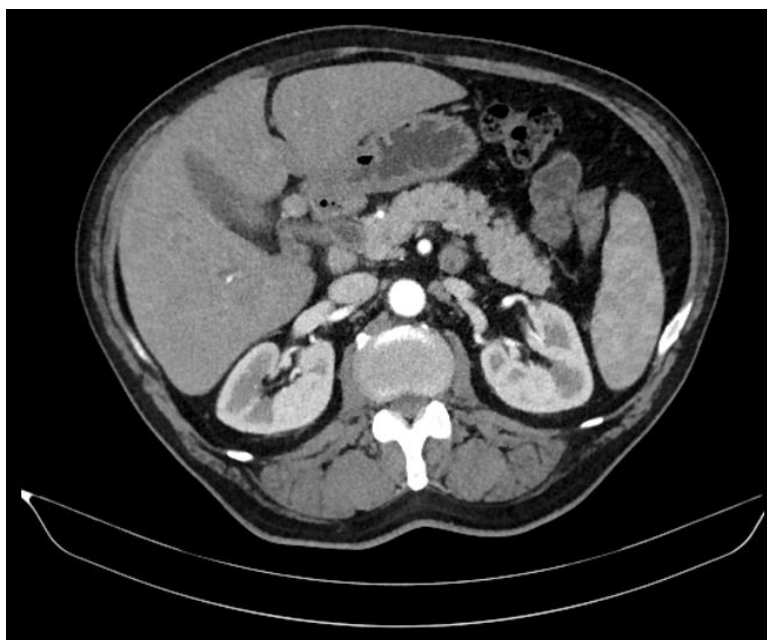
Secțiune transversală CT în fază arterială evidențiind dilatarea căii biliare principale și o leziune tumorală periampulară
